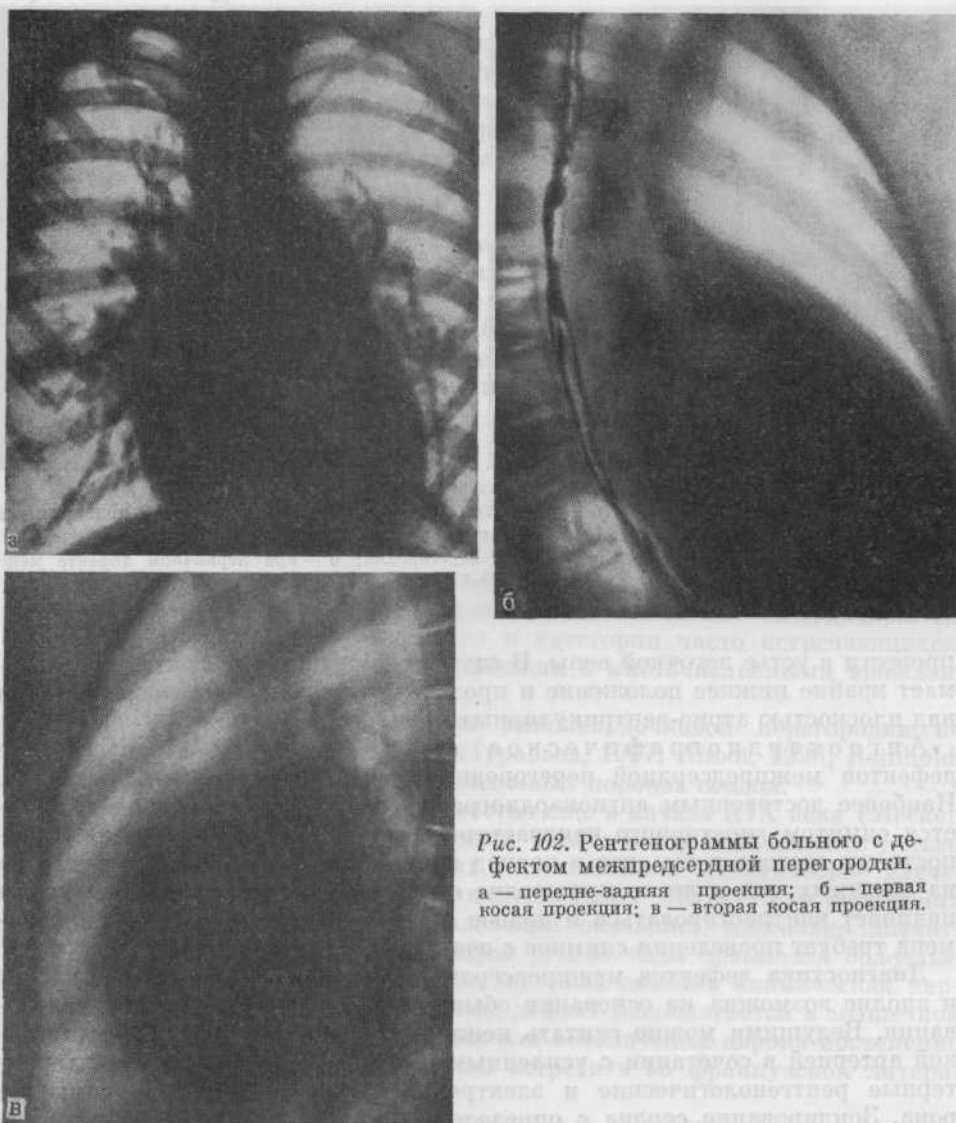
Рентгенограммы больного с дефектом межпредсердной перегородки.
